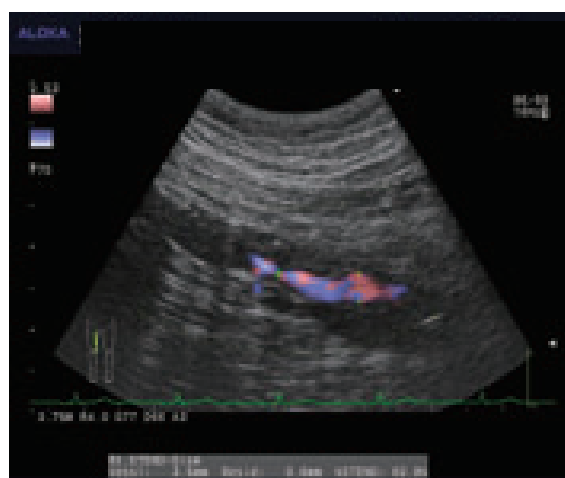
カラー Doppler 法での径狭窄率の評価
